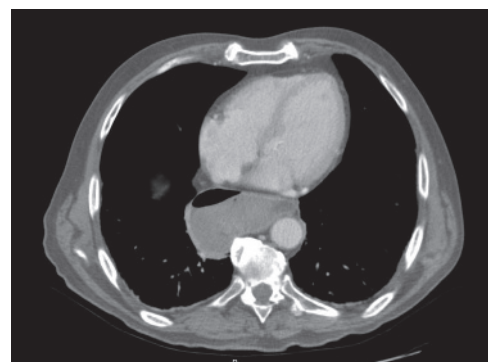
TC do tórax e abdômen
